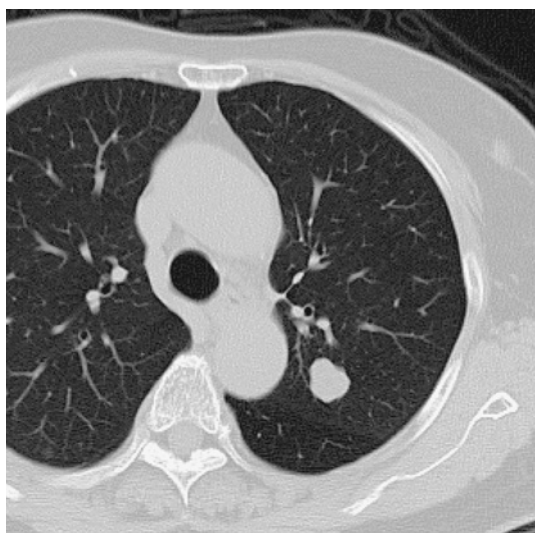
Hamartoma. A CT scan shows a well-defined, lobulated nodule in the left upper lobe.
